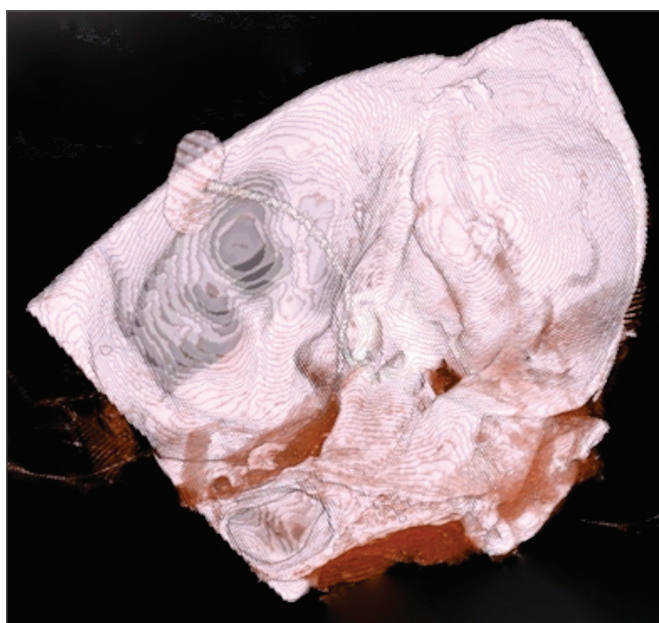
Tomografia computadorizada de alta resolução de um osso temporal direito. Reconstrução em 3D demonstrando a inserção do feixe de eletrodos do implante coclear pela fossa craniana média.
